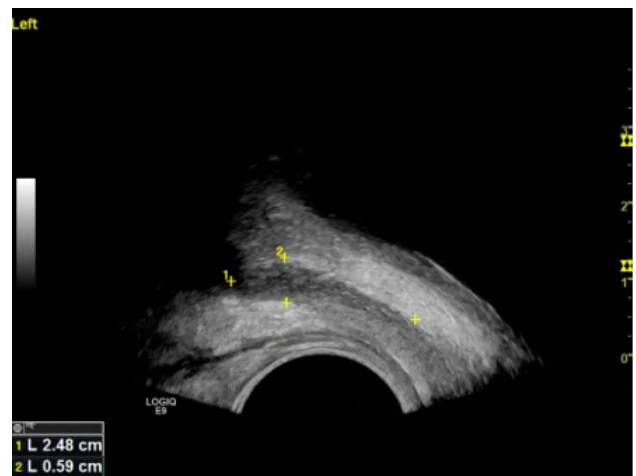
УЗИ левого семенного пузыря (трансректальный доступ) через 18 мес. от начала лечения. Семенной пузырь уменьшен в размерах, однородной гиперэхогенной структуры, аваскулярный
